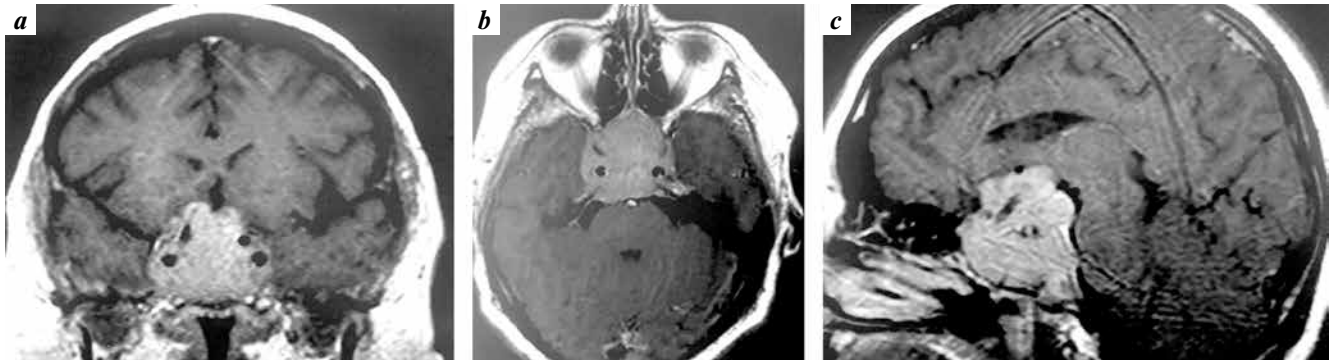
Magnetic resonance imaging of the brain of patient K. before the start of therapy with dopamine agonists in frontal (a), axial (b) and sagittal (c) projections. An invasively growing pituitary tumor of large size is determined
